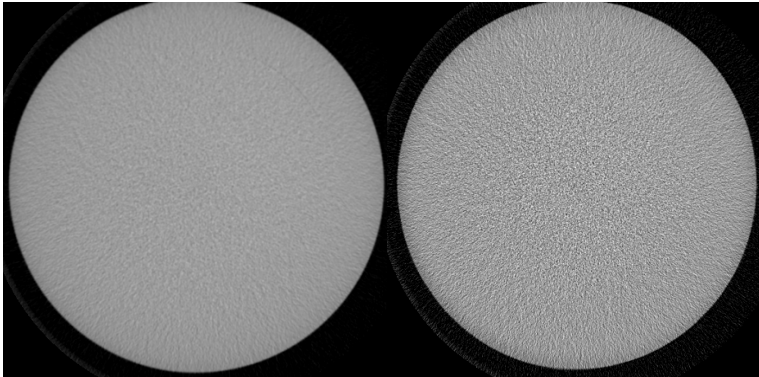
Imágenes axiales de los módulos del maniquí CATPHAN obtenidas en adquisición rotacional modo CBCT. Las imágenes de la izquierda se adquirieron con el protocolo de dosis estándar 5sDRc y las de la derecha con el protocolo de baja dosis 5sDR-L. (a) CTP404 módulo de insertos de diferentes materiales. (b) CTP528 módulo de alta resolución. (c) CTP528 módulo de fuente puntual. (d) CTP515 módulo de bajo contraste. (e) CTP515 módulo sección uniforme.
